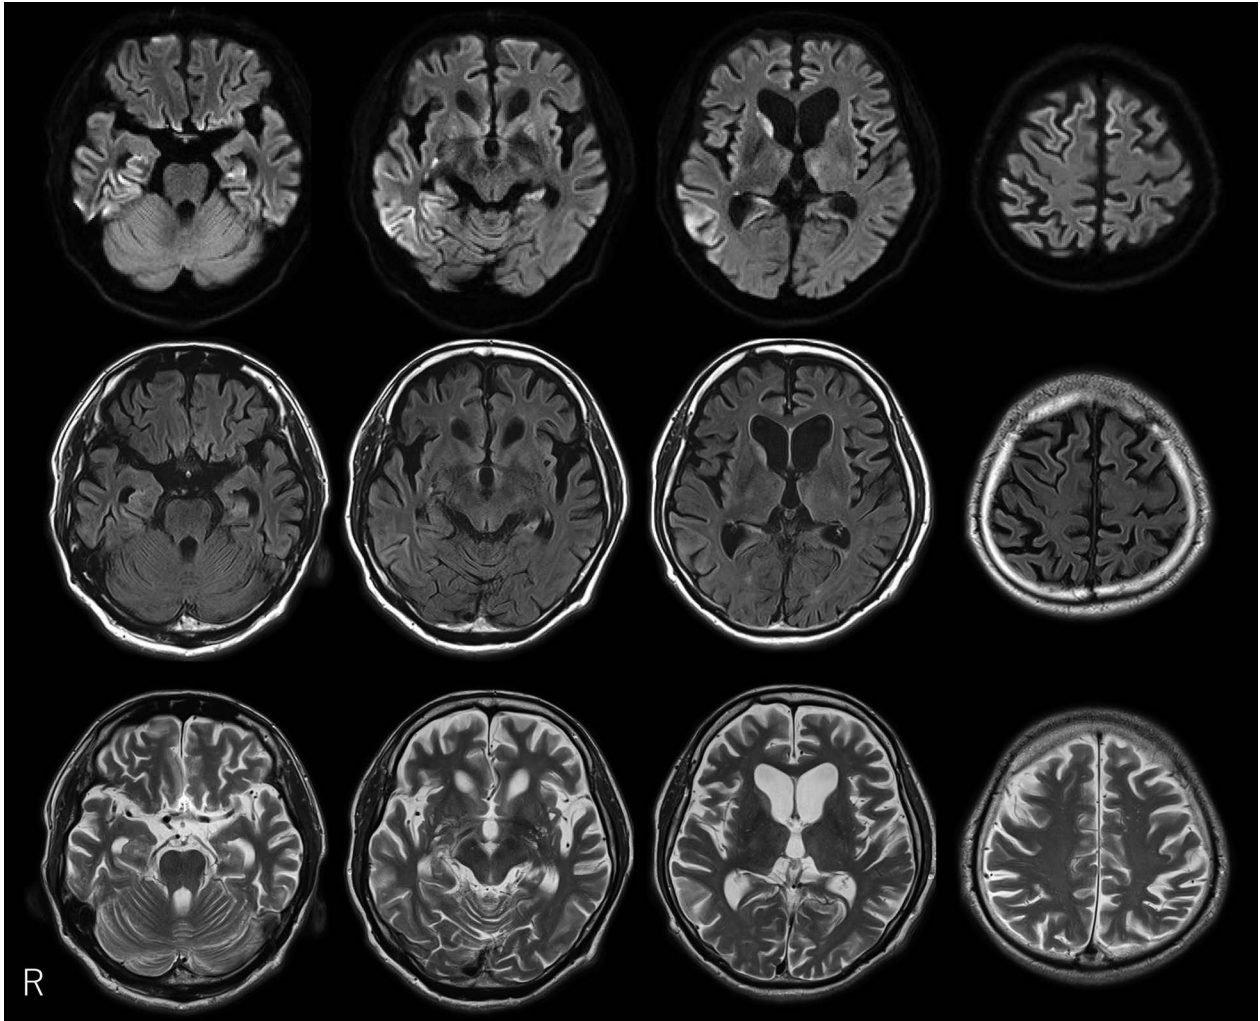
Brain MRI of the patient at 57 years of age (from the second admission).
